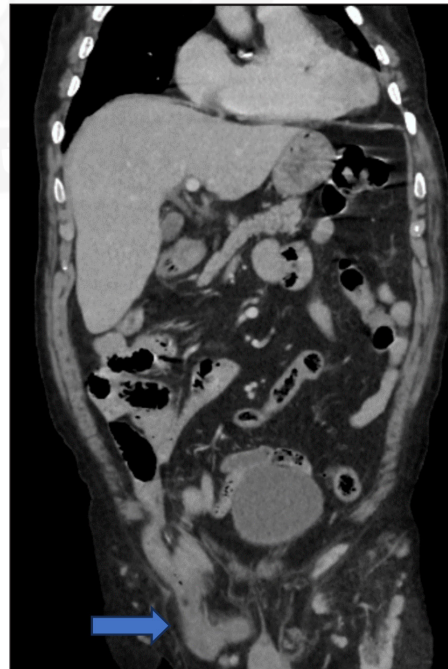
Coronal reformat of the CT scan shows the herniated appendix into the inguinal canal (Arrow).
